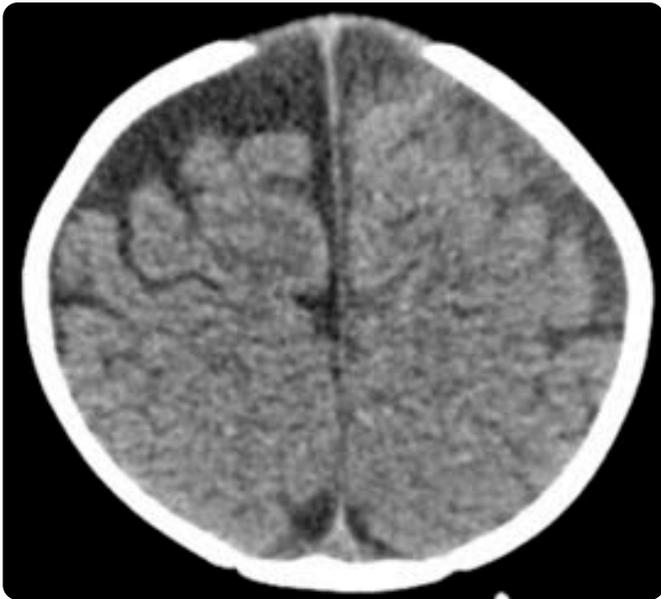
TAC corte axial: ampliación benigna del espacio subaracnoideo-subdural de predominio frontal y asimetría del mismo por hiperdensidad subdural en el lado izquierdo.
